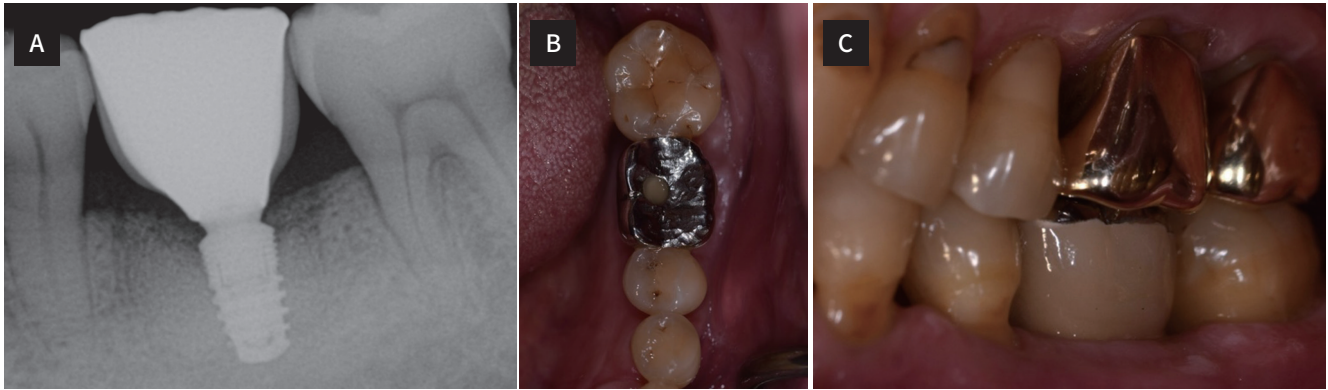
(A) Periapical radiograph after treatment, (B) Occlusal view after treatment, (C) Buccal view after treatment.
